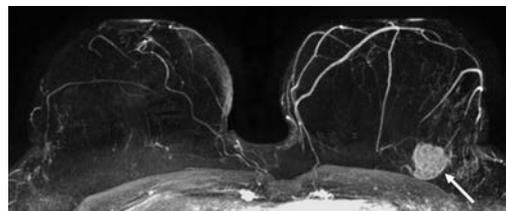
Stark Kontrastmittel aufnehmendes Mammakarzinom links (Pfeil) in der MRT (invasiv-duktral, G3).
